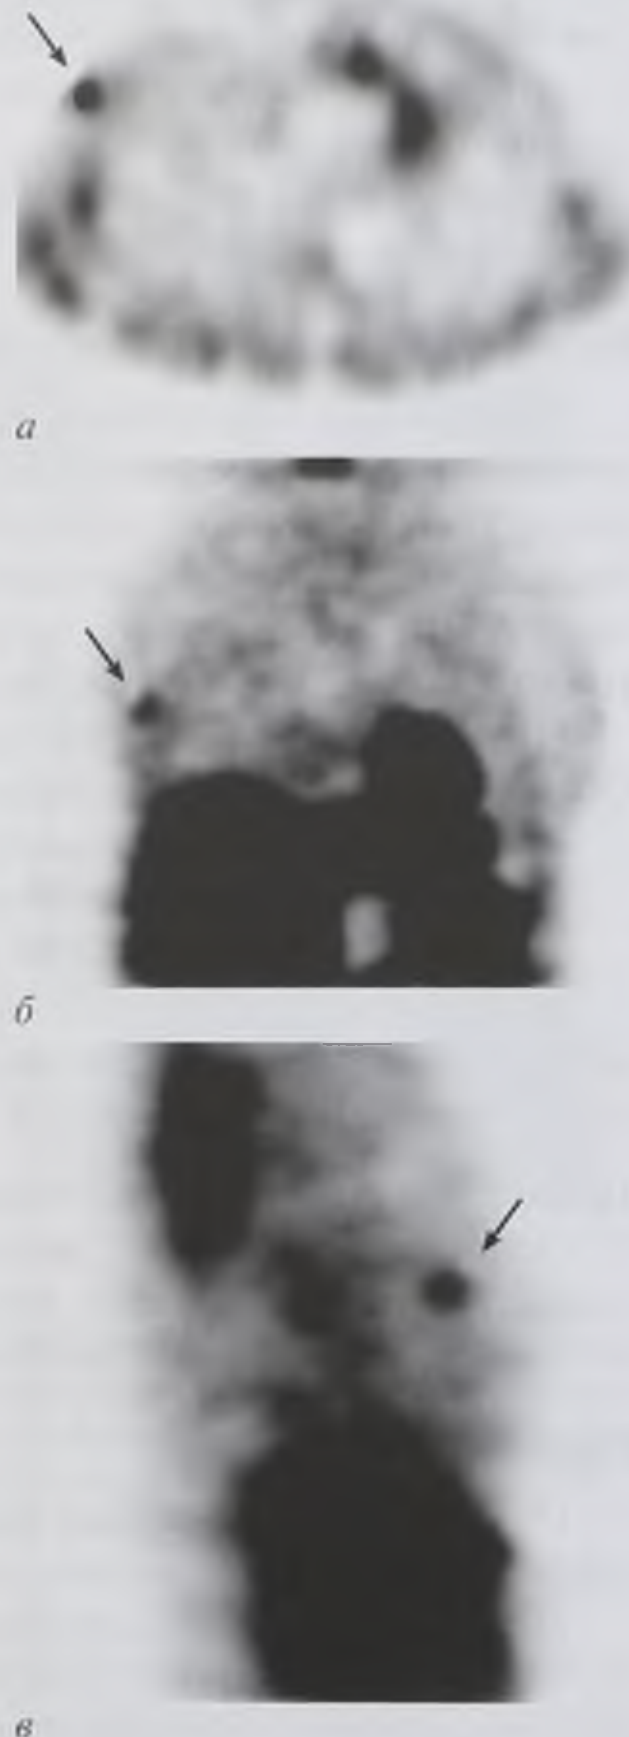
Однофотонные эмиссионные компьютерные томограммы молочных желез. Рак левой молочной железы. На томосцинтиграммах в аксиальной (а), фронтальной (б) и сагиттальной (в) плоскостях определяется очаг патологического накопления туморотропного радиофармпрепарата в левой молочной железе (стрелка)
